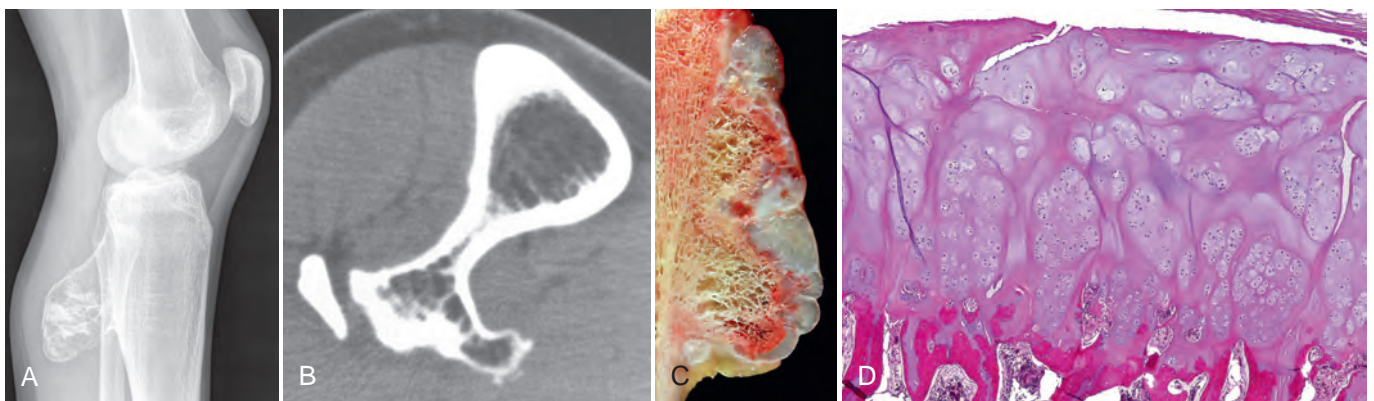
Osteocondroma. A. Radiografía de un osteocondroma en la superficie posterior de la tibia. B. TC axial que muestra la continuidad entre la cortical del hueso y el centro del osteocondroma. El peroné está cerca del tumor. C. Pieza macroscópica de osteocondroma sésil formado por una cubierta de cartílago hialino que sufre osificación endocondral. D. La cubierta de cartílago tiene un aspecto histológico similar al cartílago de la lámina de crecimiento desorganizado.
